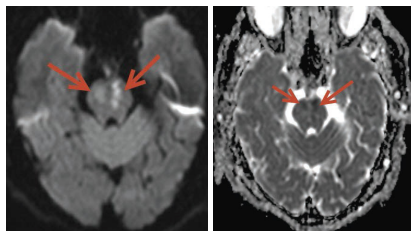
МРТ головного мозга: два очага церебральной ишемии в правом и левом полушариях
